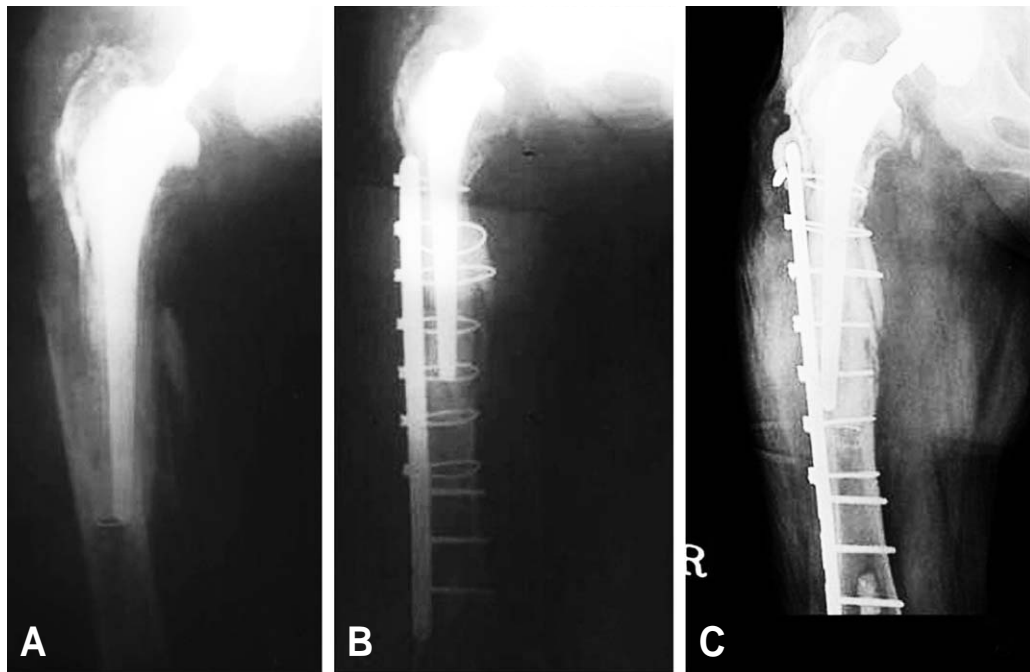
(A) The AP radiograph shows type B3 fracture with severe proximal bone loss. (B) Postoperative radiograph at second week shows that fracture is reduced and fixed with plate (supplementary fixation and additional allograft), but does not show fully restored bone stock. (C) Postoperative radiograph at 26 months shows varus shift of stem.
